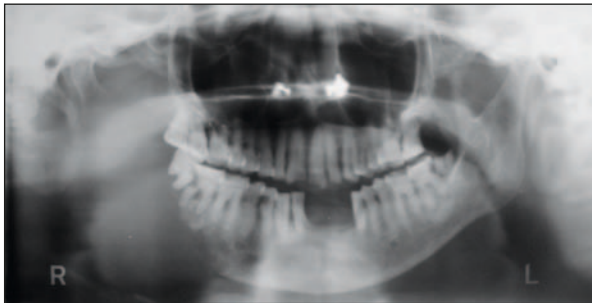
Radiografía panorámica en la que se observa lesión osteolítica de la hemimandíbula derecha con tumefacción local de partes blandas.
